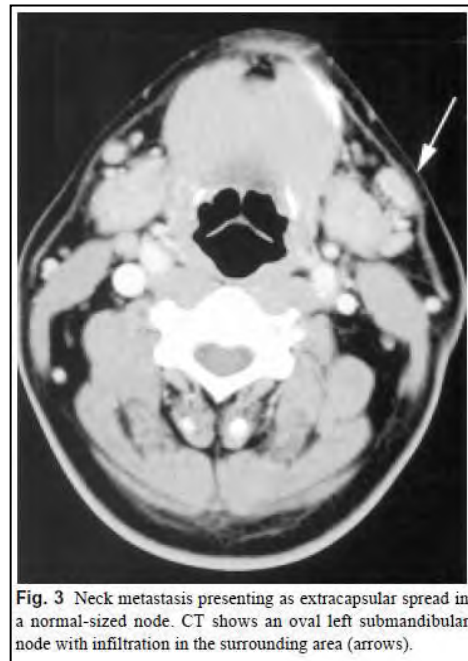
Neck metastasis presenting as extracapsular spread in a normal-sized node. CT shows an oval left submandibular node with infiltration in the surrounding area (arrows).
